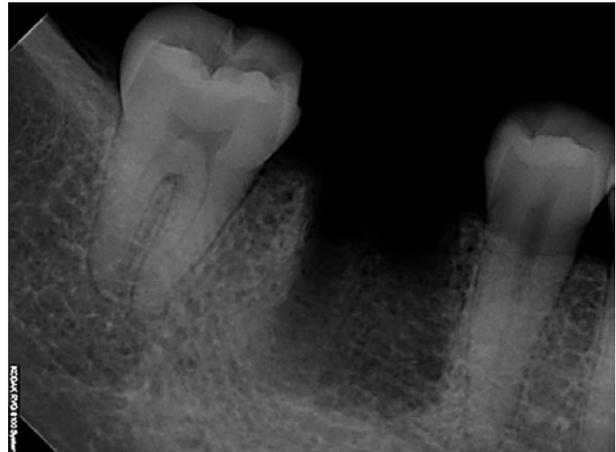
Extration of #46 for large periapical lesion.
